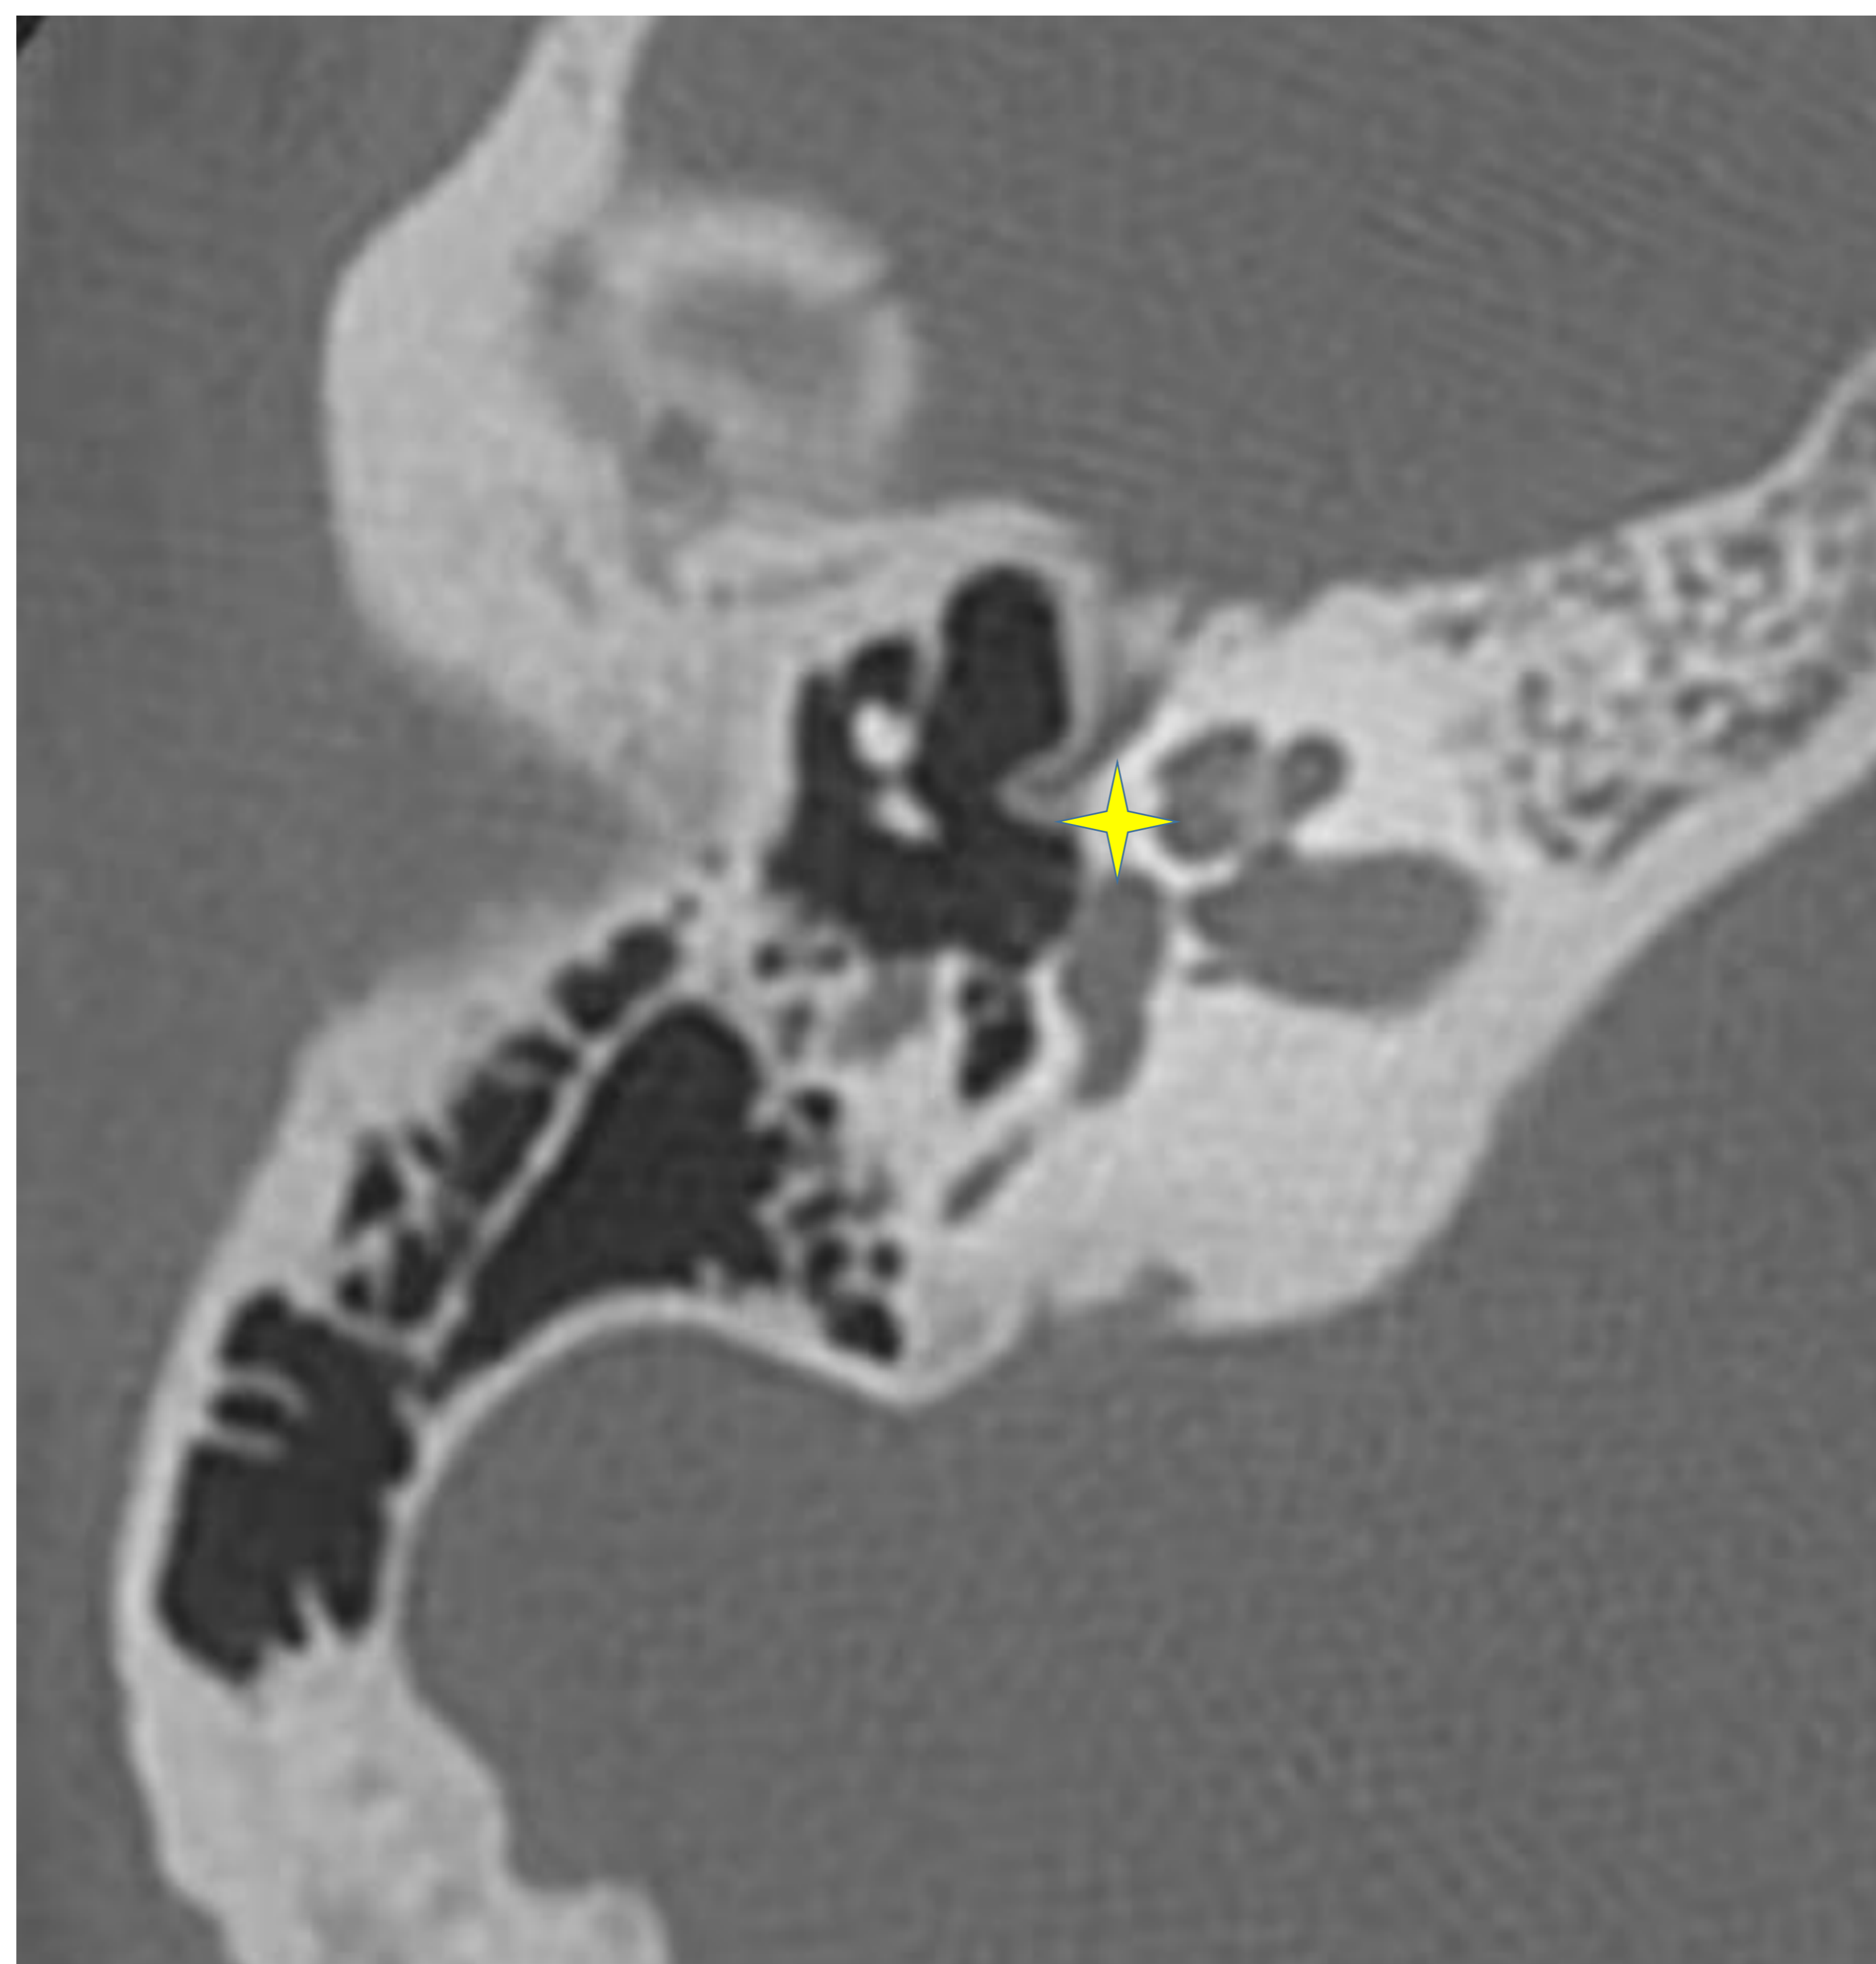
Corte axial TC: Fisura ante fenestram.
